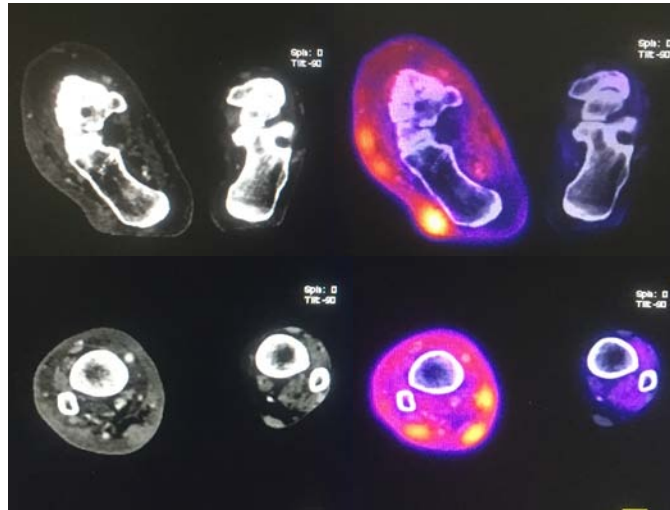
Cortes axiales de tomografía contrastada y estudio fusionado de  $^{18}\text{F}$ -FDG PET/CT donde se observan múltiples lesiones nodulares ovoideas sólidas localizadas en tejido celular subcutáneo de porción lateral de pie derecho y en caras póstero-lateral, posterior y póstero-medial de pierna derecha con incremento focal del metabolismo en relación con cutánides.
